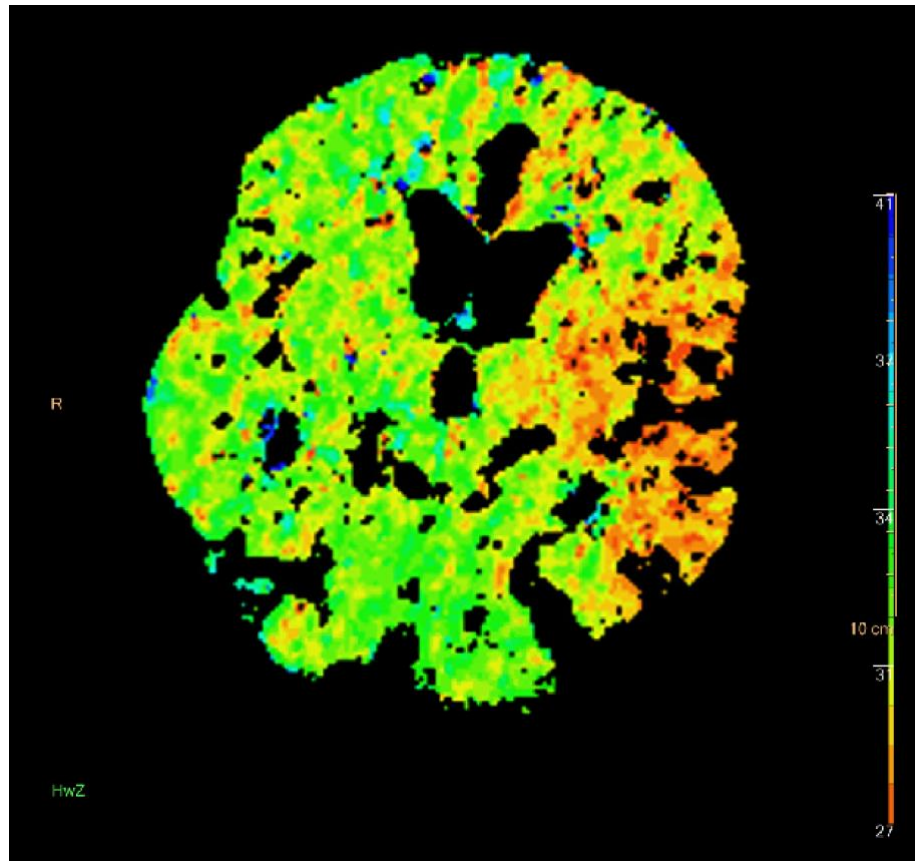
CT-Perfusion eines Patienten, der sich mit Verdacht auf Schlaganfall in der Notaufnahme vorstellte. Befund: Hyperperfusion links frontooperculär, temporal und insulär. Die initiale Hemiparese und Sprachstörung bildeten sich in den folgenden Stunden vollständig zurück. (Neuroradiologie Universitätsmedizin Leipzig, mit freundlicher Genehmigung von Prof. K.-T. Hoffmann)
